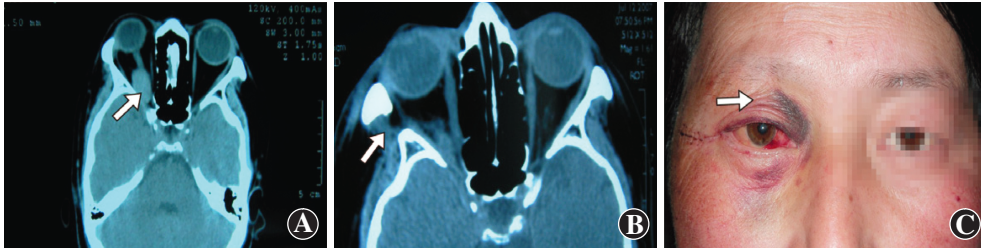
OCH患者术前、术后CT图像及术后外观 A:术前CT轴位可见右眼眶尖部类圆形占位性病变(箭头),与视神经关系紧密,肿瘤与眶尖无正常脂肪,提示粘连严重 B:术后6个月CT轴位见眶外壁有骨质缺损(箭头),为外侧开眶术后改变,眶内占位性病变消失 C:术后合并眶内出血,外眦部皮肤切口愈合,眼睑皮下有淤血(箭头)
